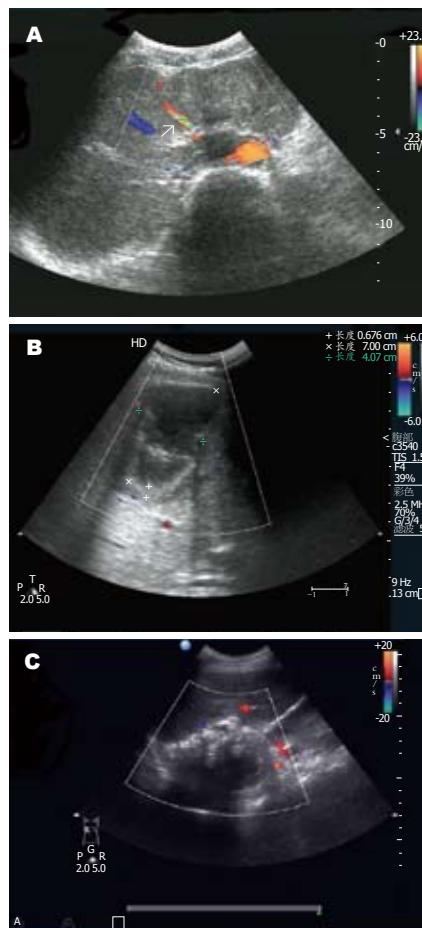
肝泡状棘球蚴病的超声图像。A: 左肝泡球蚴病(实性肿块型); B: 右肝泡球蚴病(肿块液化型); C: 右肝泡球蚴病(肿块钙化型)。
